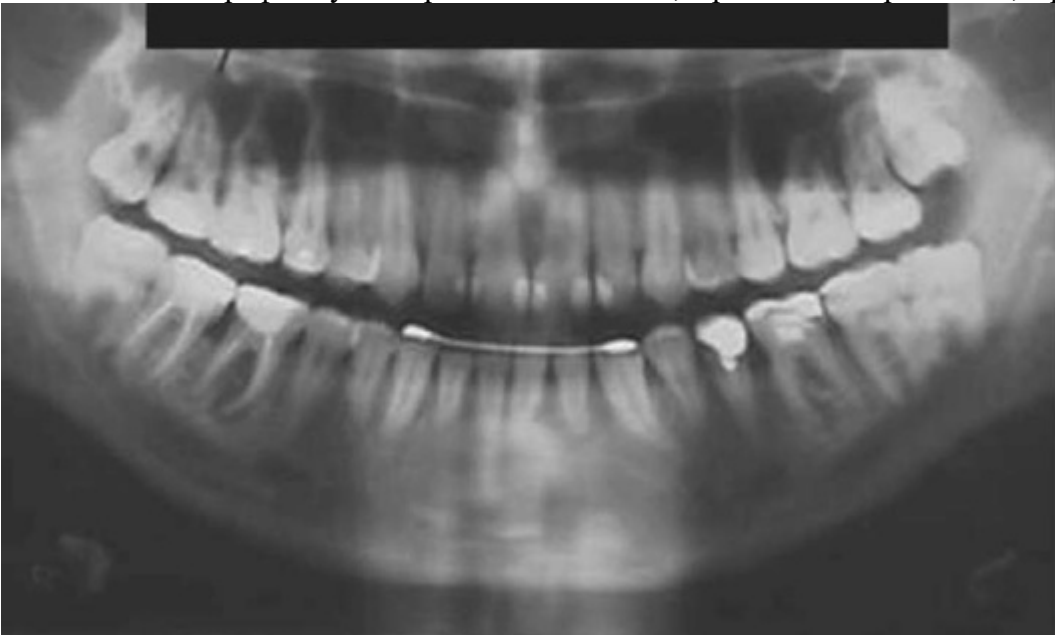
Ортопантомограмма пациента В. в ретенционном периоде
